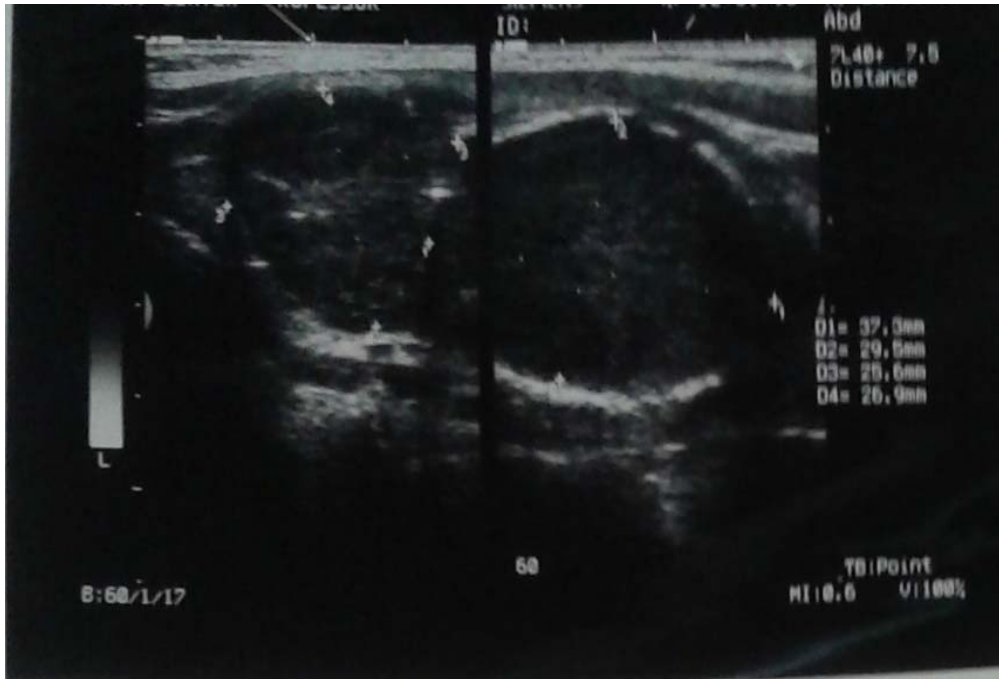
УЗИ ЩЖ с узлами в обеих долях.
